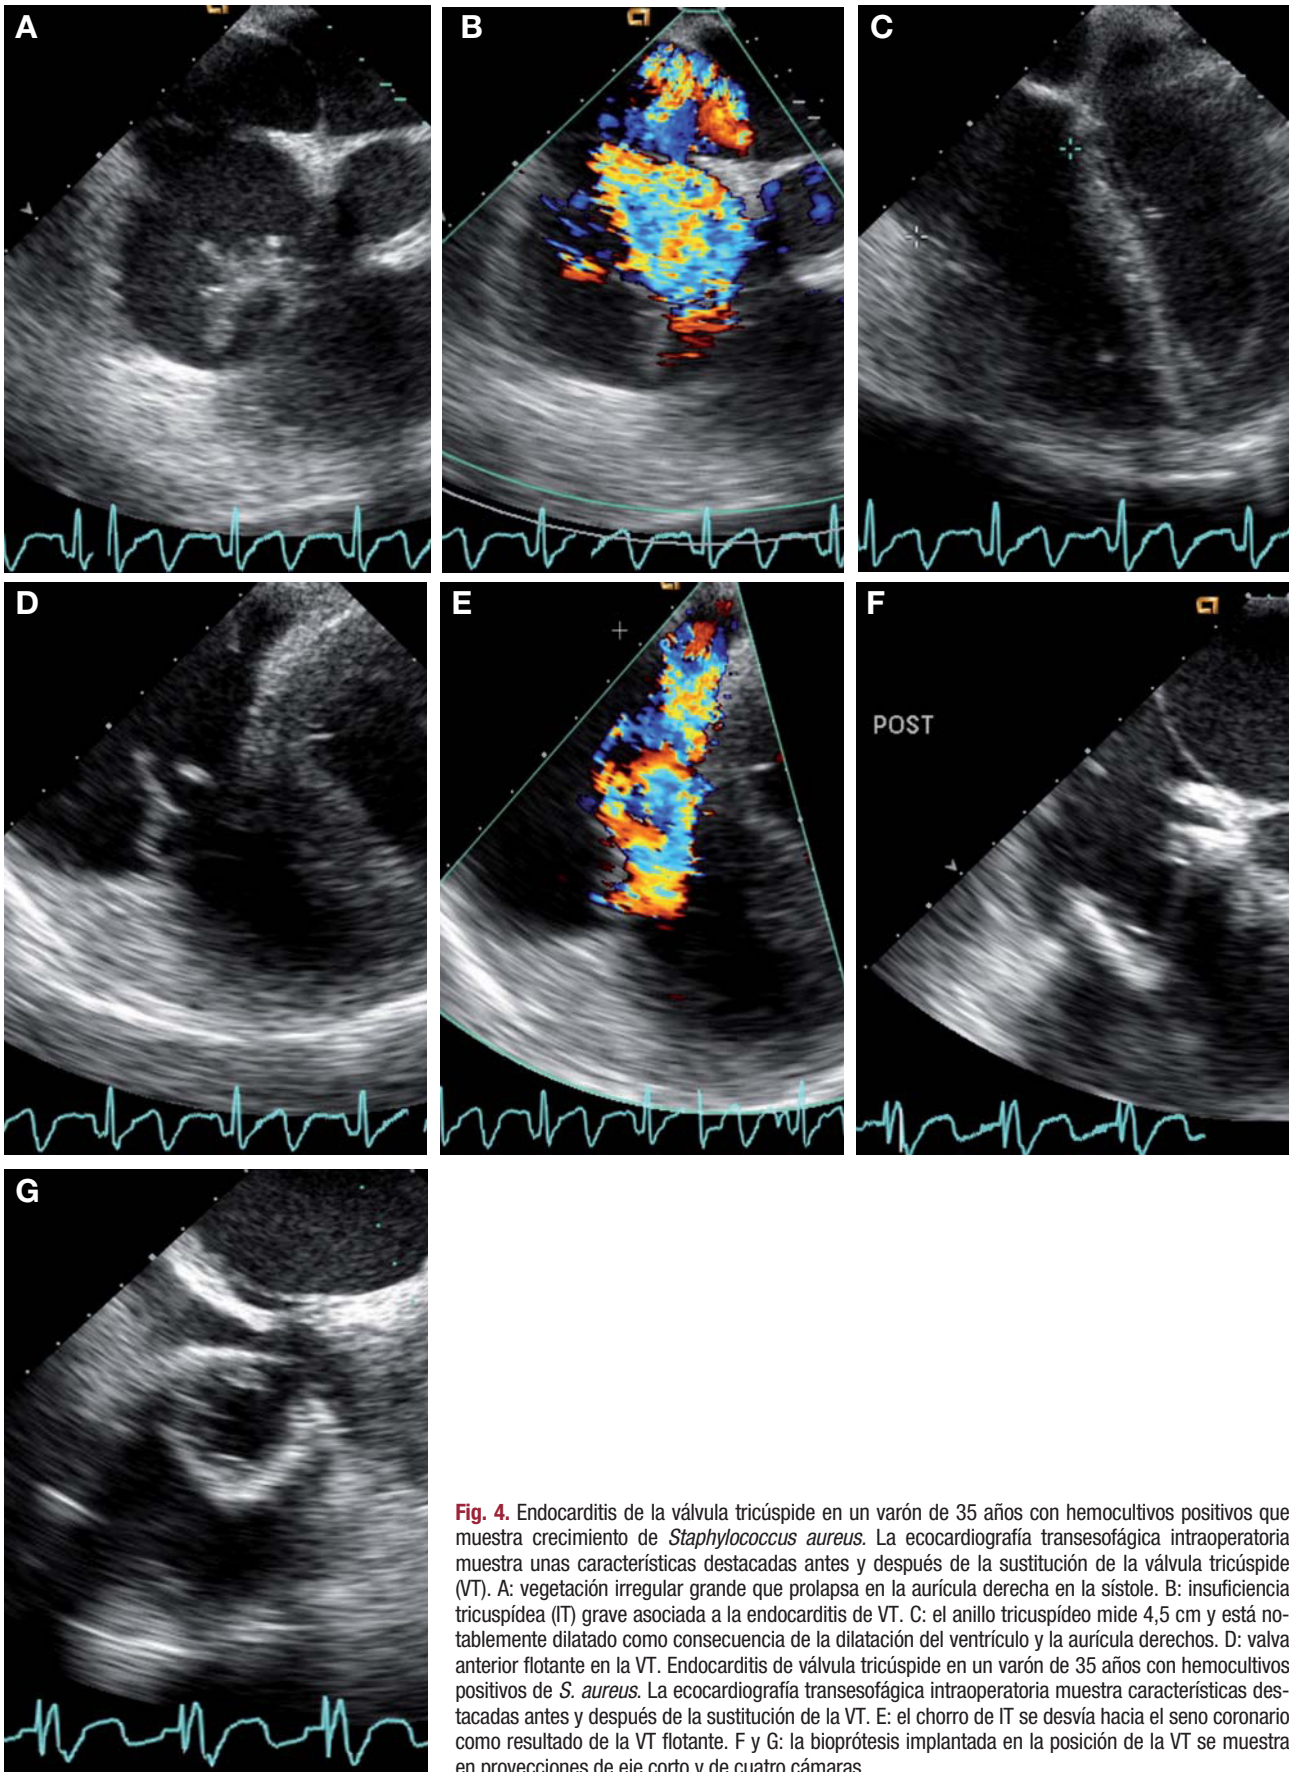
Endocarditis de la válvula tricúspide en un varón de 35 años con hemocultivos positivos que muestra crecimiento de *Staphylococcus aureus*. La ecocardiografía transesofágica intraoperatoria muestra unas características destacadas antes y después de la sustitución de la válvula tricúspide (VT). A: vegetación irregular grande que prolapsa en la aurícula derecha en la sístole. B: insuficiencia tricuspídea (IT) grave asociada a la endocarditis de VT. C: el anillo tricuspídeo mide 4,5 cm y está notablemente dilatado como consecuencia de la dilatación del ventrículo y la aurícula derechos. D: valva anterior flotante en la VT. Endocarditis de válvula tricúspide en un varón de 35 años con hemocultivos positivos de *S. aureus*. La ecocardiografía transesofágica intraoperatoria muestra características destacadas antes y después de la sustitución de la VT. E: el chorro de IT se desvía hacia el seno coronario como resultado de la VT flotante. F y G: la bioprótesis implantada en la posición de la VT se muestra en proyecciones de eje corto y de cuatro cámaras.
